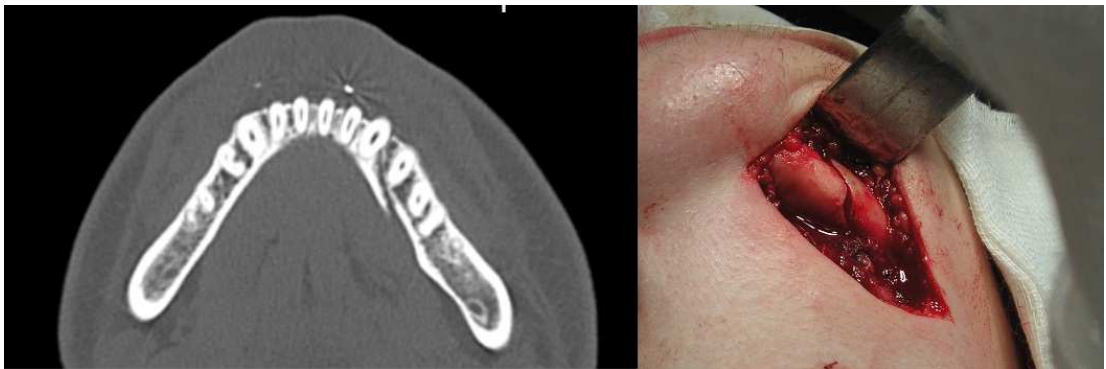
Різні рівні ушкодження вестибулярної та язикової кортикальних пластинок, вигляд на зрізі комп'ютерної томограми і під час оперативного втручання
